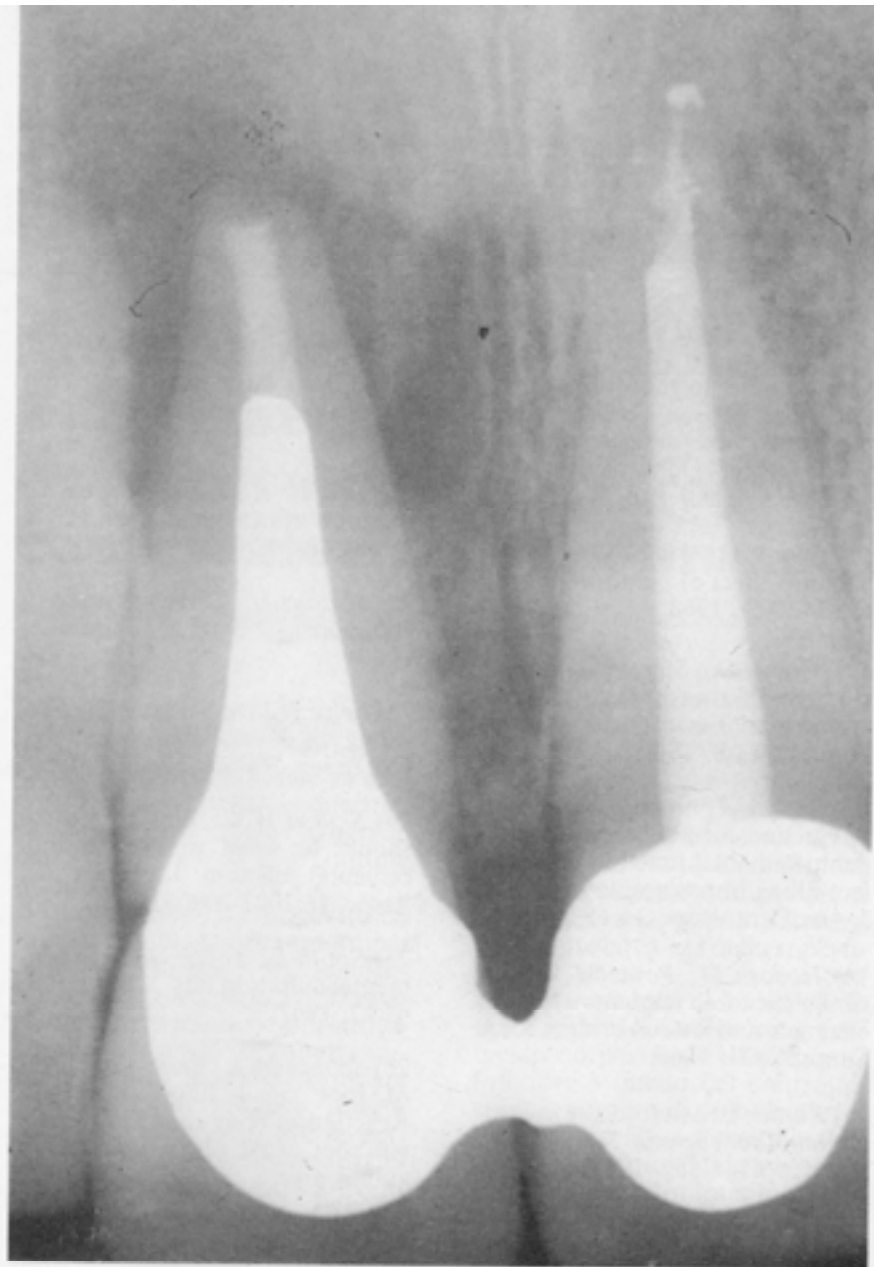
Prosperative radiograph of two central incisors which both presented an area of radiolucency. Note that the left incisor is slightly overfilled, while the filling of the root canal of the right incisor is slightly short.
